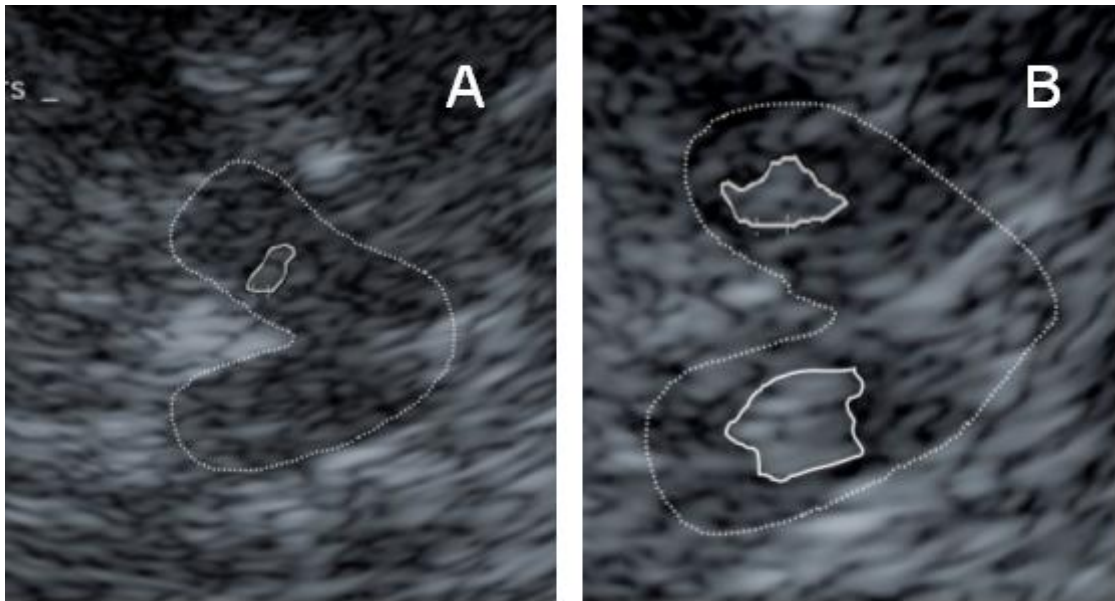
Mesencephalon mit normoechogener (A) und hyperechogener (B) Substantia nigra (SN) in der transkraniellen Sonografie (TCS. A: mesencephale TCS-Schallebene mit normoechogener SN (Mesencephalon gepunktet umrandet); B: Mesencephalon mit hyperechogener SN beidseits (durchgehende Linie und Pfeile). Quelle: Eigenes Bildmaterial aus der TREND-Studie.
